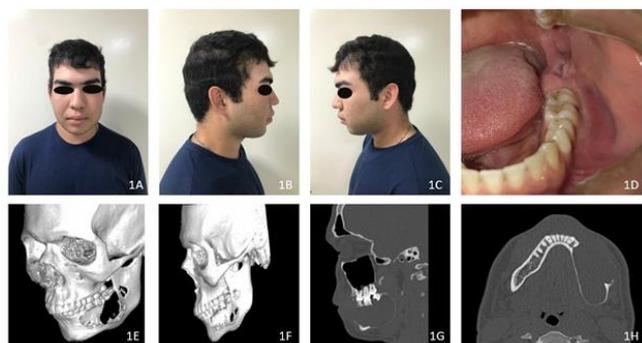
1A Fotografia frontal, 1B perfil esquerda, 1C direita, 1D cavidade bucal, 1E tomografia de face visão 3D, 1F perfil esquerda, 1G corte sagital e 1H axial.
